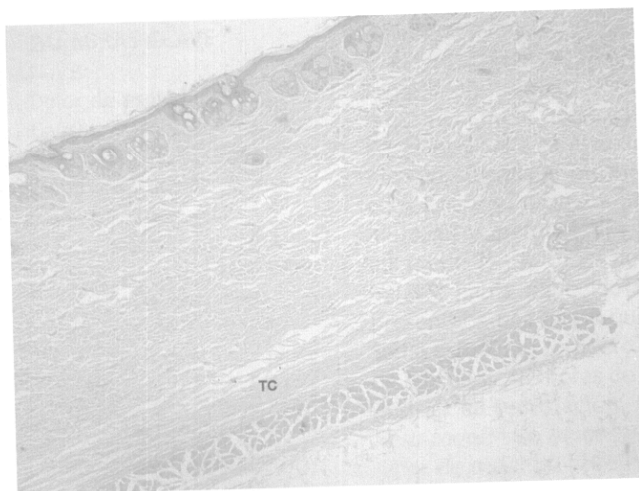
Individuo T4, muestra 12 (40 ×). Nótese el incremento de densidad. TC: tejido conjuntivo.
